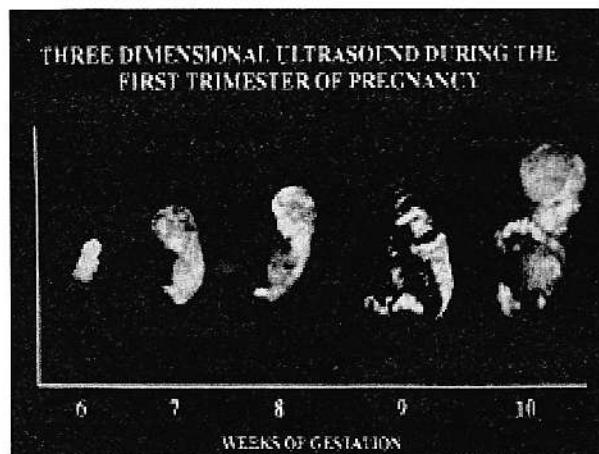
Embryonic and fetal development as seen by three-dimensional ultrasound during the first trimester of pregnancy.
